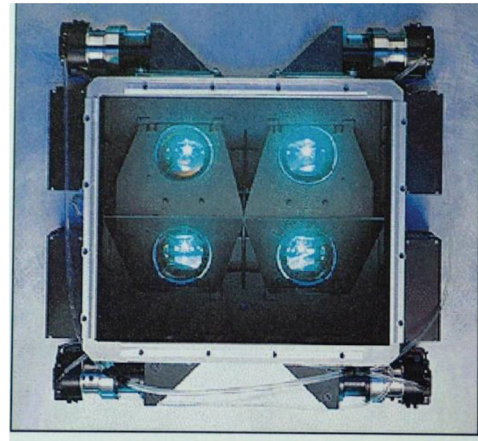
Цифровий рентгенівський приймач на 4 надвеликих ПЗЗ-матрицях (1995 р.)
